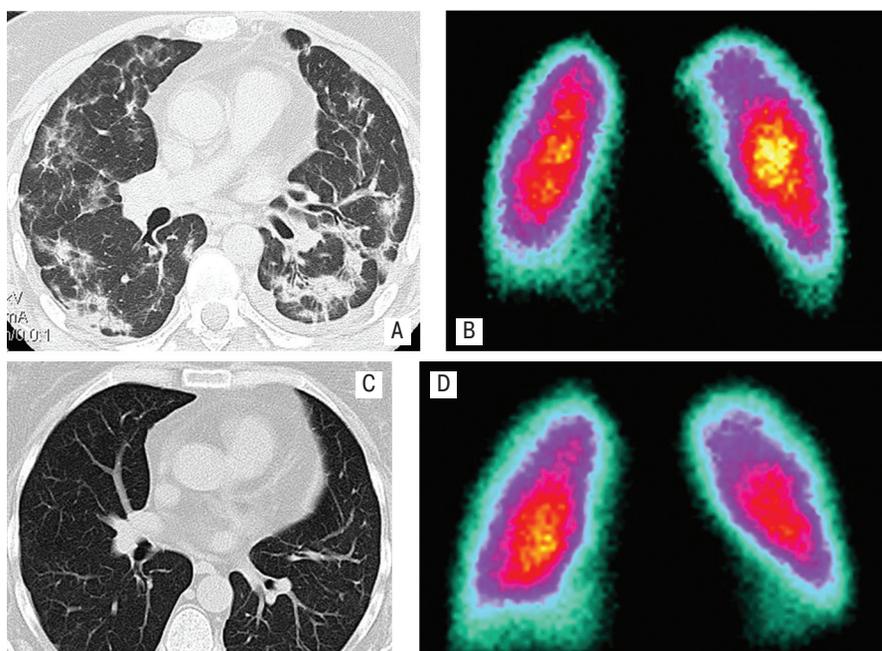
Благоприятное течение ИФА при наличии выраженного инфильтративного компонента у больной П. 49 лет: А, В – до лечения (КТВР и перфузионная сцинтиграфия), фаза интерстициального отека; С, D – после лечения (КТВР и перфузионная сцинтиграфия), положительная динамика
